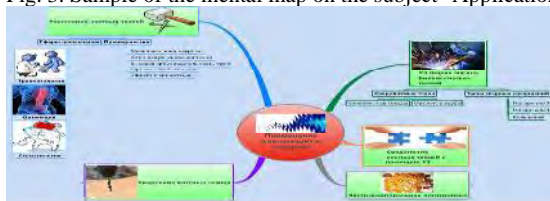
shows the mental map, created on the subject “Application of ultrasound in biomedicine”. The objectives of this work were: training, visualization and presentation in an effective manner of the material studied in the course.
